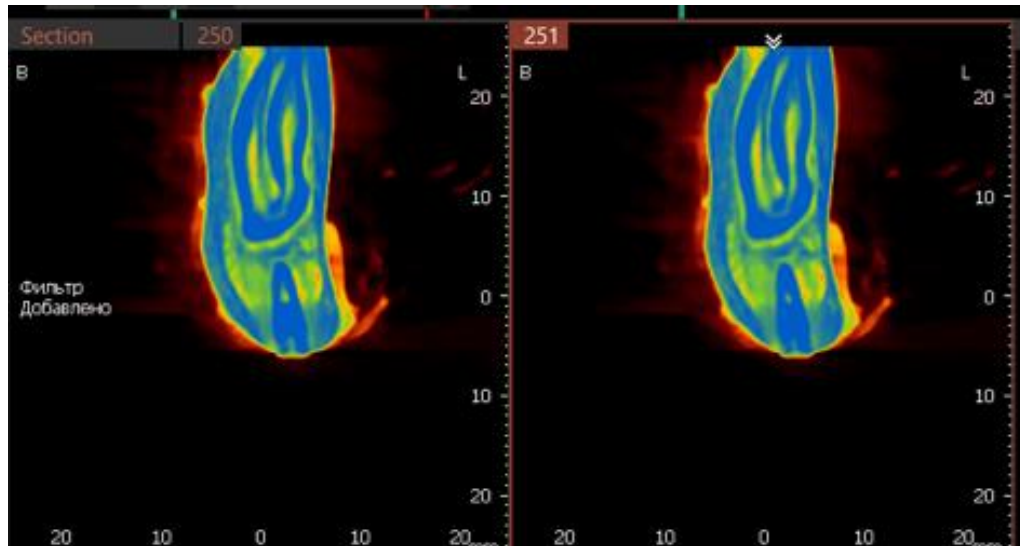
томограмма на уровне имплантата 1.2, определяется неравномерная плотность костной ткани по периферии имплантата
